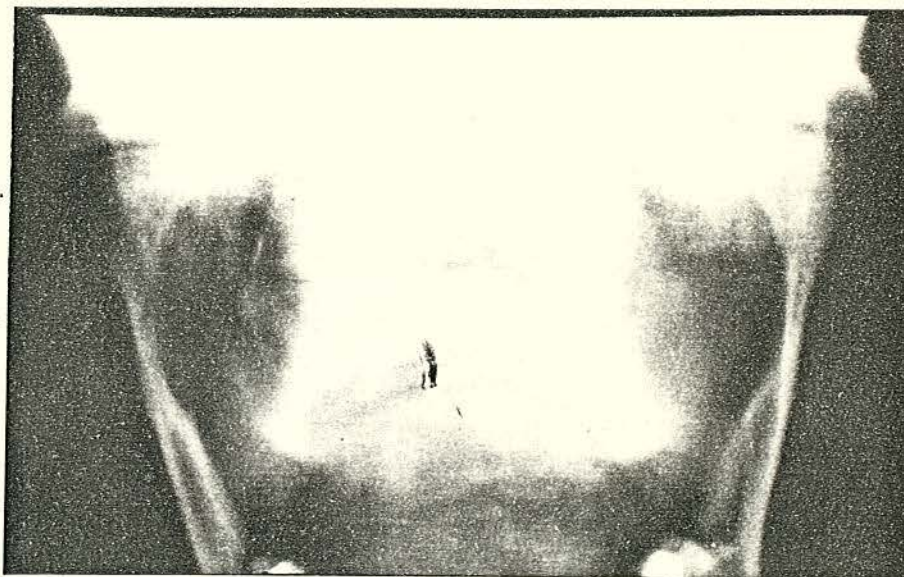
Fotografia de tomografia A-P (Norma Frontal) das articulações temporomandibulares. Observamos EA côncavas.
